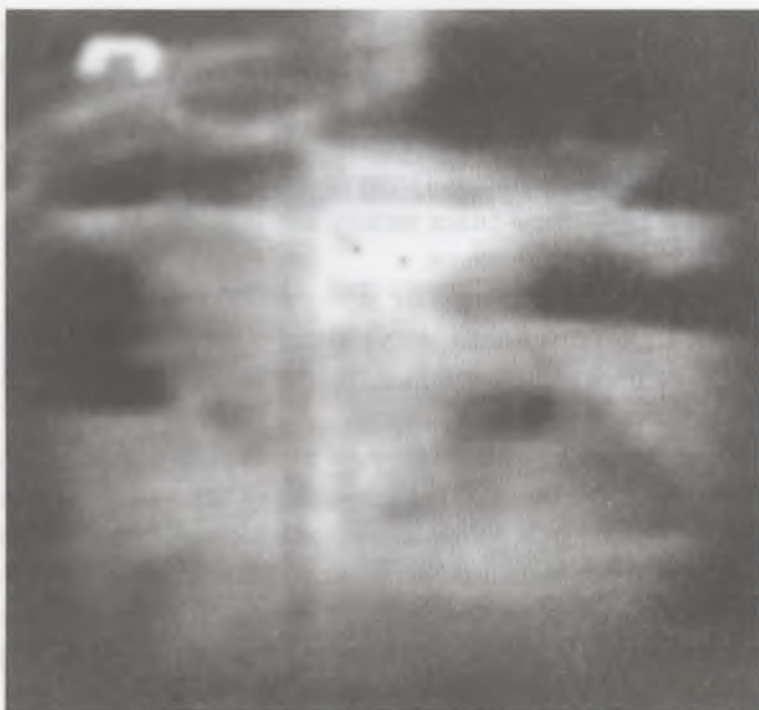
Чаша Клойбера на рентгенограмме органов брюшной полости ребенка с ранней спаечной непроходимостью.
